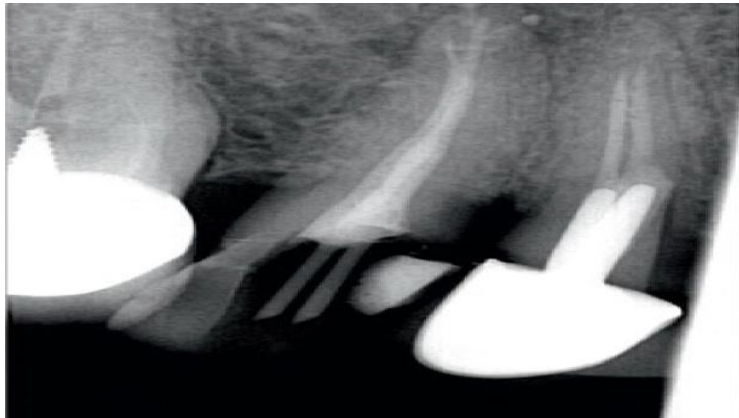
Radiographie postopératoire montrant la bonne obturation du delta apical
